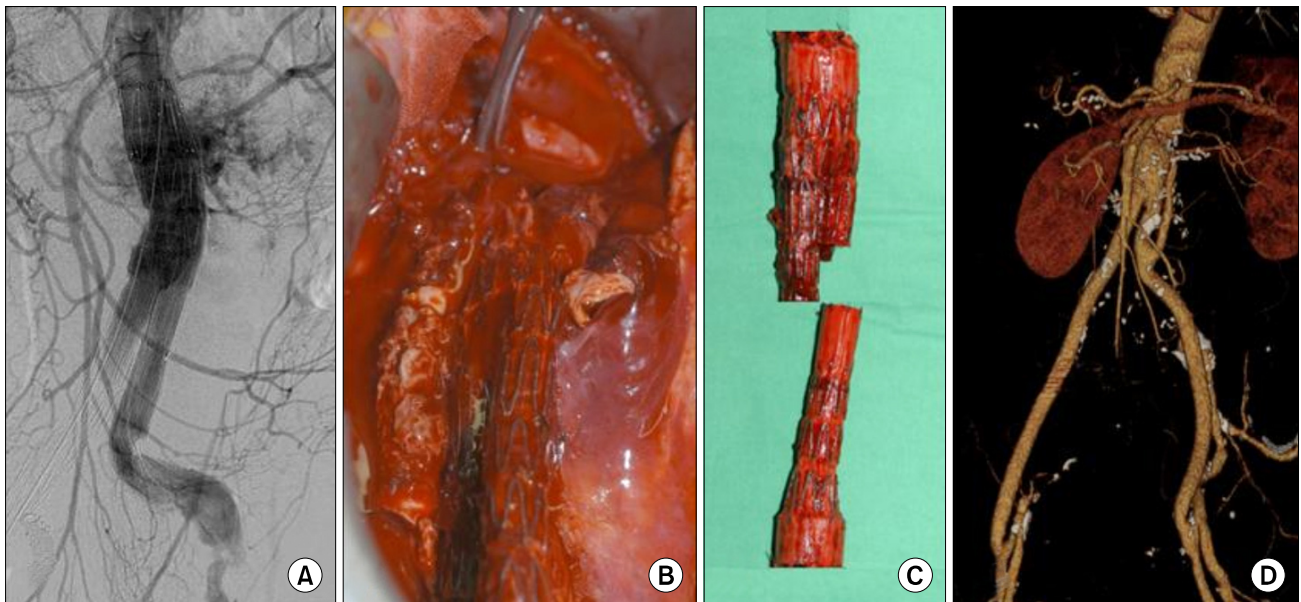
A patient who required open conversion during EVAR. (A) Completion angiogram during EVAR shows extravasation of contrast agent after deployment of the aortic stent graft with suprarenal fixing device. (B) An operative finding of ruptured abdominal aortic aneurysm (AAA) showing aortic stent graft. (C) Excised aortic stent graft device (Zenith®): suprarenal stents were removed during the operation. (D) Follow-up CT angiogram shows abdominal aortic and the left renal artery reconstructions.
